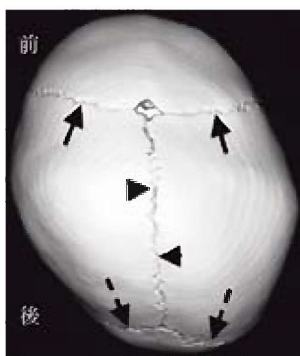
3D-CTで見る正常な乳児の頭蓋骨縫合線（矢印：冠状縫合、矢頭：矢状縫合、矢印点線：ラムダ縫合）
